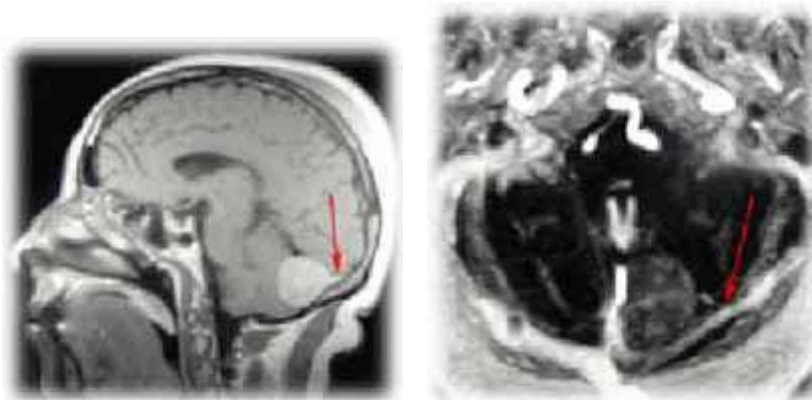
Immagine sagittale RMN T1 con gadolinio, la freccia rossa indica la base d'impianto durale del meningioma
